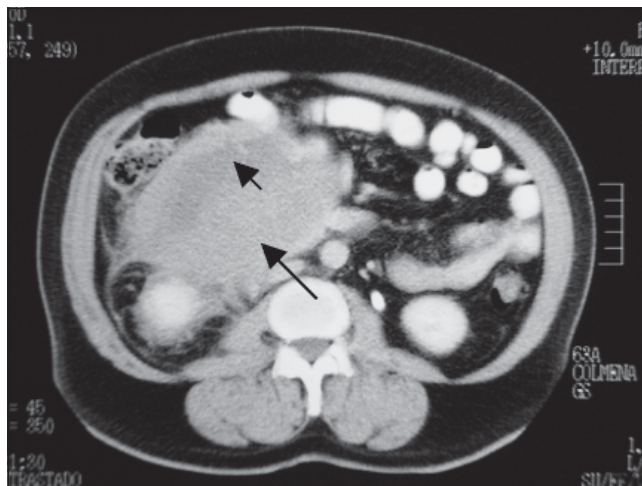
TAC abdominal contrastada. Muestra gran masa retroperitoneal (flecha larga), con compromiso del duodeno y de la grasa pararenal anterior derecha. Se observa la presencia de zona hipodensa de la lesión por degeneración quística (flecha corta).
